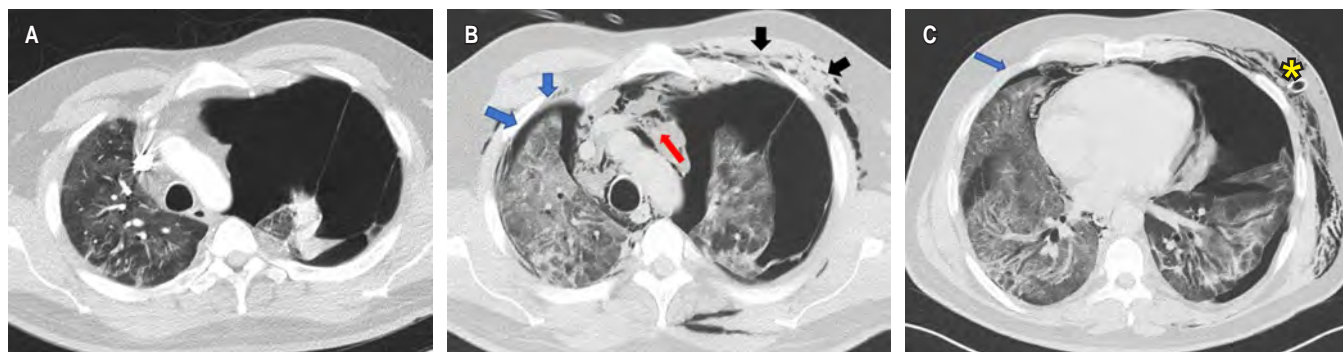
Angio-TC, ventana para pulmón, corte axial: A) Neumotórax izquierdo y opacidades en vidrio esmerilado. B, C) TC (tomografía computarizada) de tórax control, cortes axiales con neumotórax derecho (flechas azules), neumomediastino (flecha roja), persistencia del neumotórax izquierdo (flecha negra), enfisema subcutáneo y patrón de crazy paving. Se observa además tubo de tórax (asterisco).
